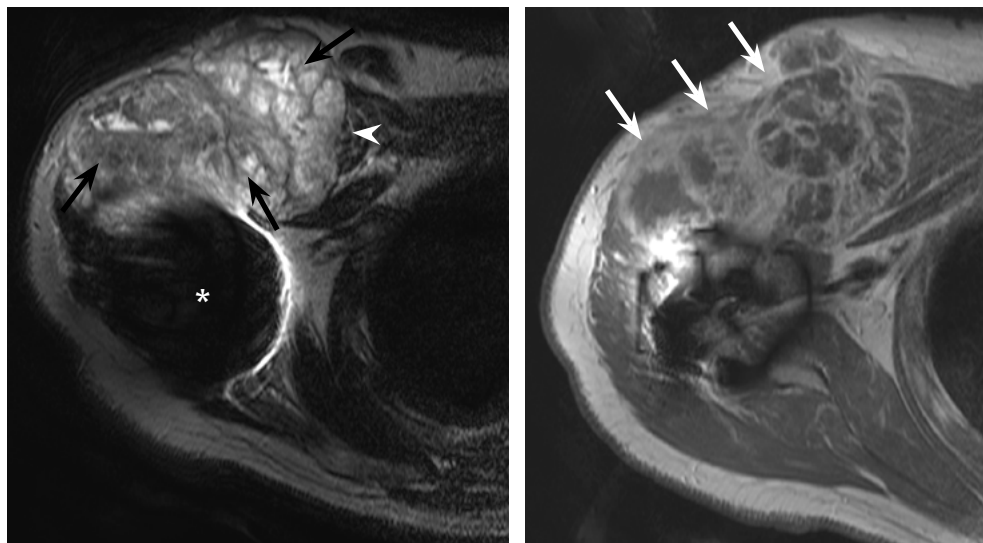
Seguimiento mediante RM de tumores de partes blandas. Paciente diagnosticado de osteosarcoma de húmero proximal tratado mediante cirugía con implantación de prótesis humeral y realización de RM periódicas de control. *Izquierda:* secuencia T2 axial que muestra extensa recidiva periprotésica (flechas negras) que se extiende a la musculatura pectoral (cabeza de flecha blanca). Se observa también el artefacto del campo magnético provocado por la prótesis humeral (asterisco blanco). *Derecha:* secuencia T1 axial tras administrar gadolinio intravenoso. Se identifica extenso realce heterogéneo, de predominio periférico, en la masa tumoral (flechas blancas). El gadolinio permite identificar las zonas de transformación necrótica, lo que en ocasiones resulta de utilidad para valorar la respuesta al tratamiento en los paciente sometidos a quimioterapia
